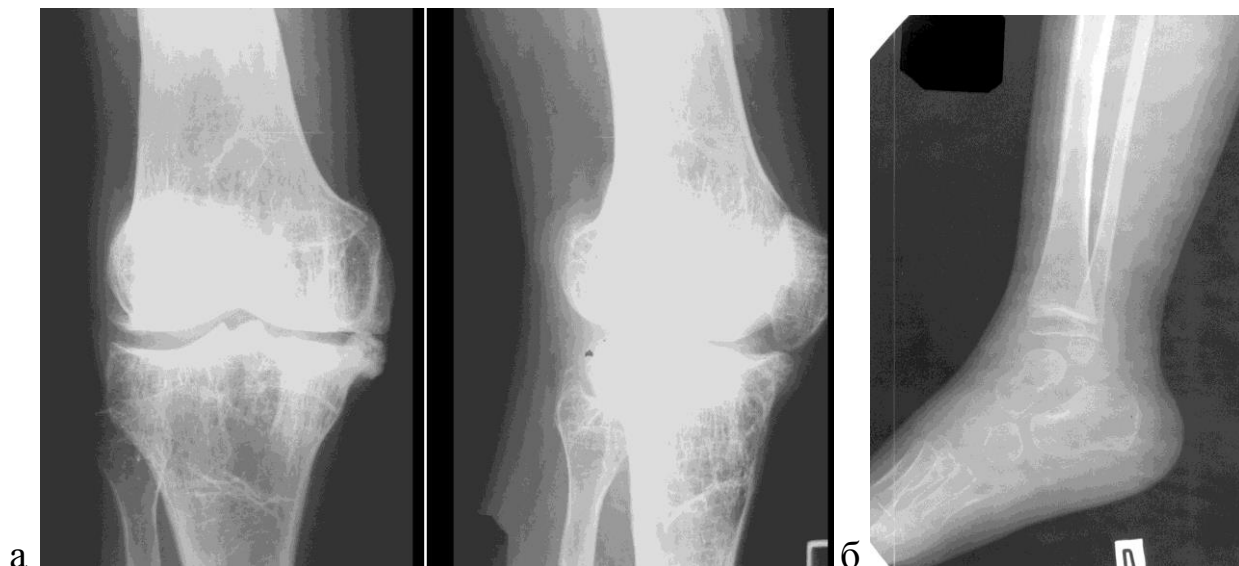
Рентгенограммы коленного (а) и голеностопного (б) суставов. Крупнопетлистая структура эпиметафизов бедренной и большеберцовой костей (а) и «стеклянная кость» (б) как проявление остеопороза
